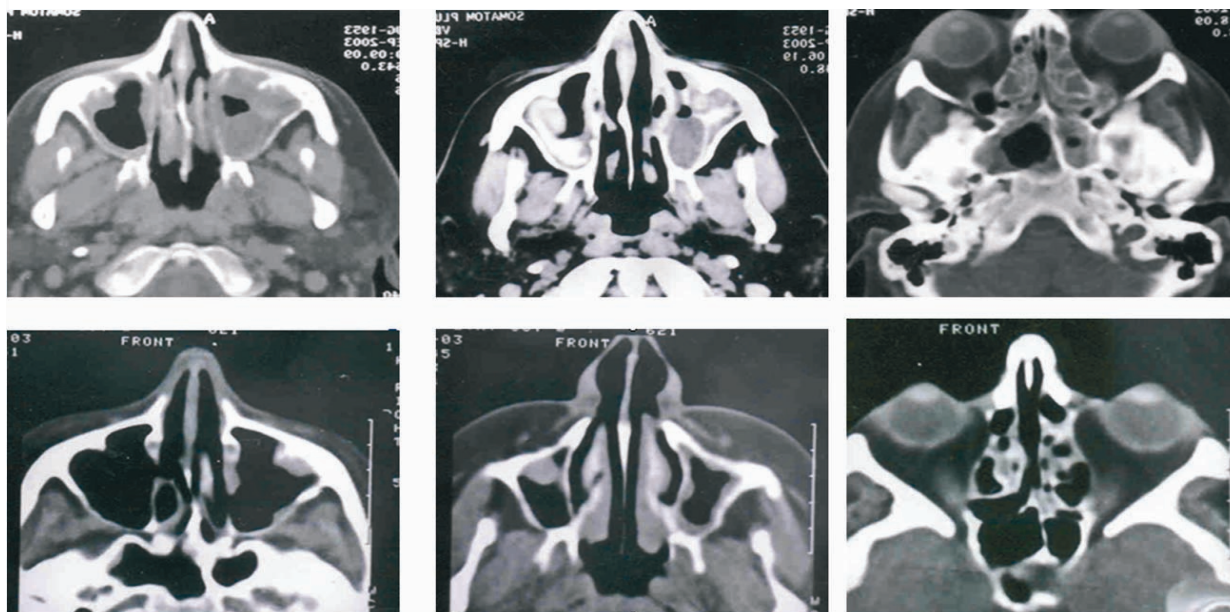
Компьютерные томограммы до (вверху) и через 2 месяца после лечения пациентки с диагнозом: хронический гнойный риносинусит, искривление и Ф-образная форма носовой перегородки, гипертрофия носовых раковин, полипоз носа.
